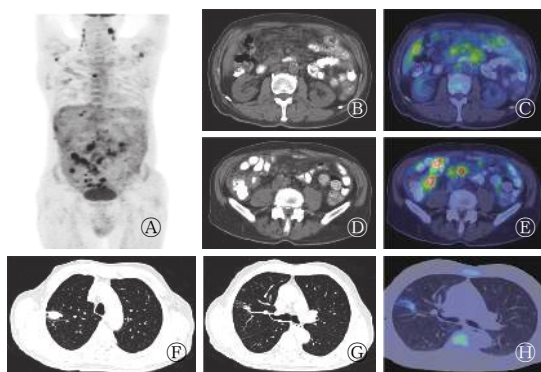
肠结核病患者(男性,76岁)的¹⁸F-FDG PET/CT图中,A:全身MIP图;B-C:腹腔淋巴结横断位CT图、PET/CT融合图;D-E:回盲部小肠病灶横断位CT图、PET/CT融合图;F-G:肺部不同病灶横断位CT图;H:肺部病灶横断位PET/CT融合图。FDG:氟脱氧葡萄糖;PET:正电子发射断层显像术;CT:计算机体层摄影术;MIP:最大密度投影。
